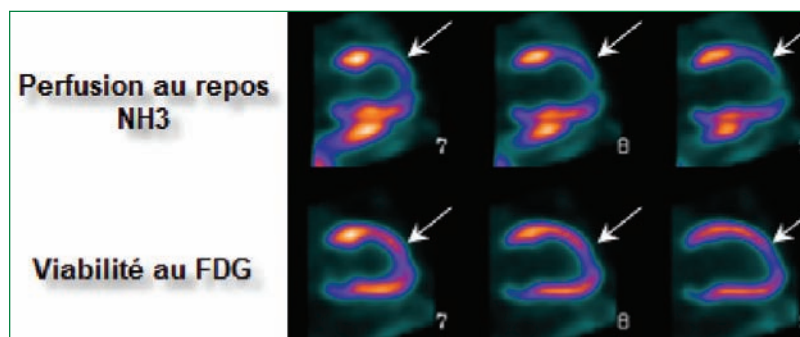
Cet examen TEP qui évalue la perfusion myocardique de repos à l'aide de l'ammoniaque et la viabilité au FDG est supérieur à l'étude conventionnelle au Thallium. Il démontre de façon plus sensible les territoires sévèrement ischémiques au repos et en hibernation dans le but d'orienter l'approche thérapeutique pour accroître la fraction d'éjection et diminuer la morbidité. L'exemple illustre une ischémie sévère de repos dans le territoire de l'IVA, complètement viable à l'étude au FDG. L'examen suggère donc que la paroi reprendra une cinétique normale après revascularisation se traduisant en gain de fraction d'éjection.
